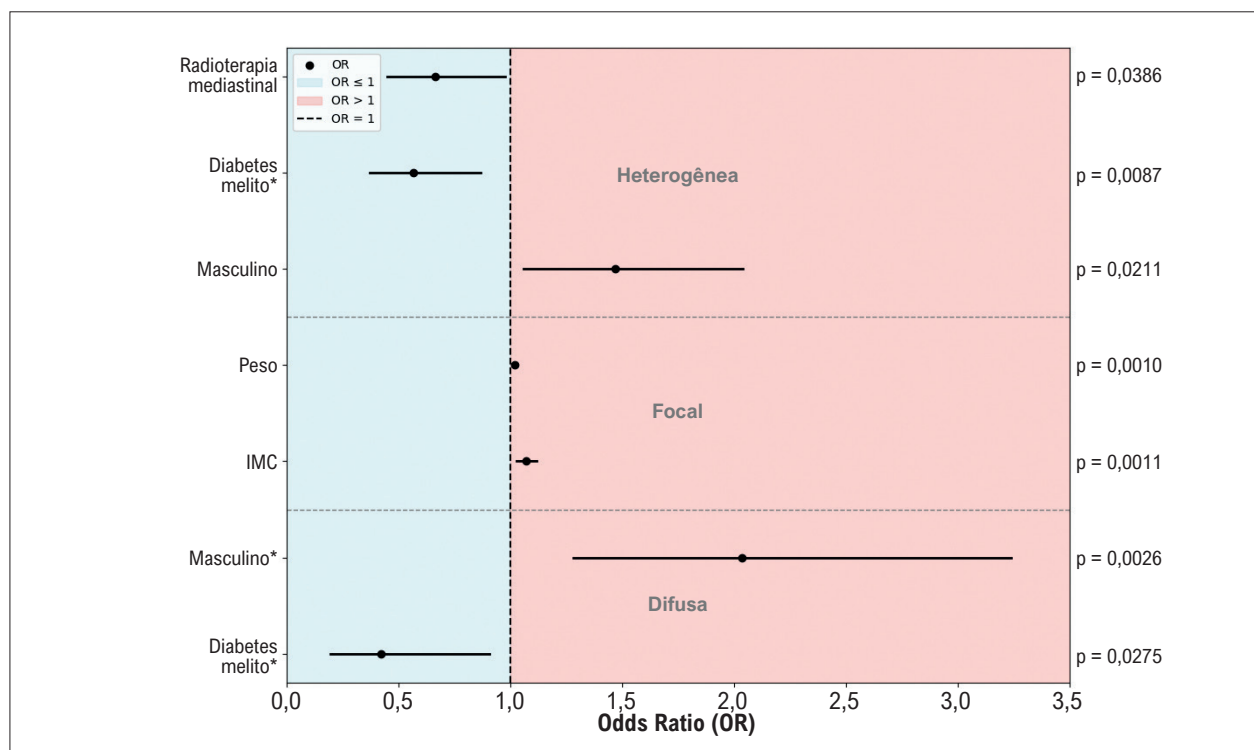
Variáveis preditoras da captação miocárdica de FDG no PET/CT. As ORs e seus intervalos de confiança de 95% (linhas pretas contínuas) foram estimadas por regressão logística. OR > 1 indica associação positiva; OR < 1, associação negativa. O valor p expressa a significância estatística. *Variáveis analisadas especificamente para captação difusa. FDG: fluordesoxiglicose-18F; IMC: índice de massa corporal; OR: odds ratio; PET/CT: tomografia por emissão de pósitrons/tomografia computadorizada.
